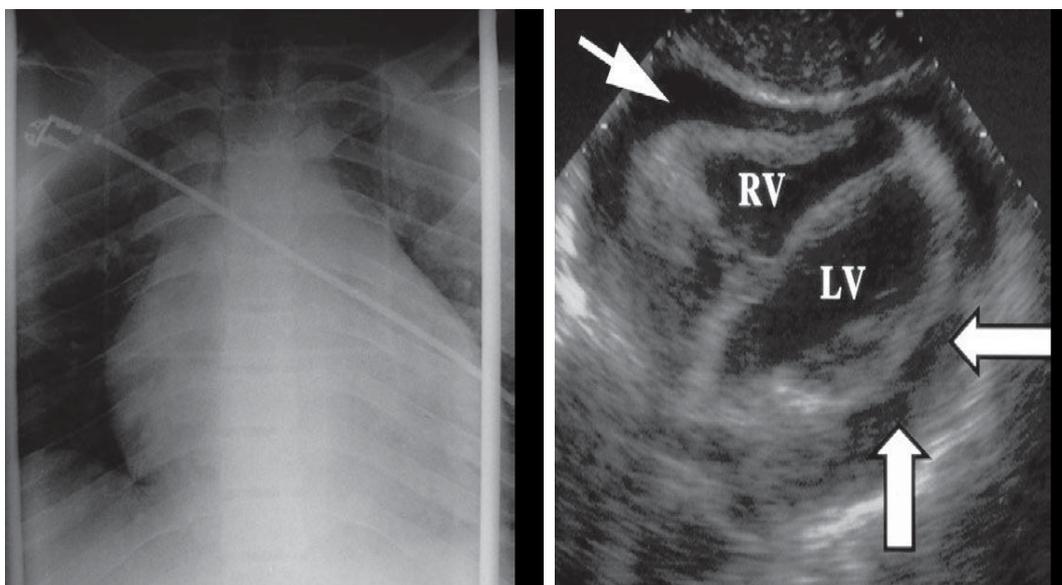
aspect d'un épanchement péricardique sur le téléthorax et sur l'échographie trans thoracique
